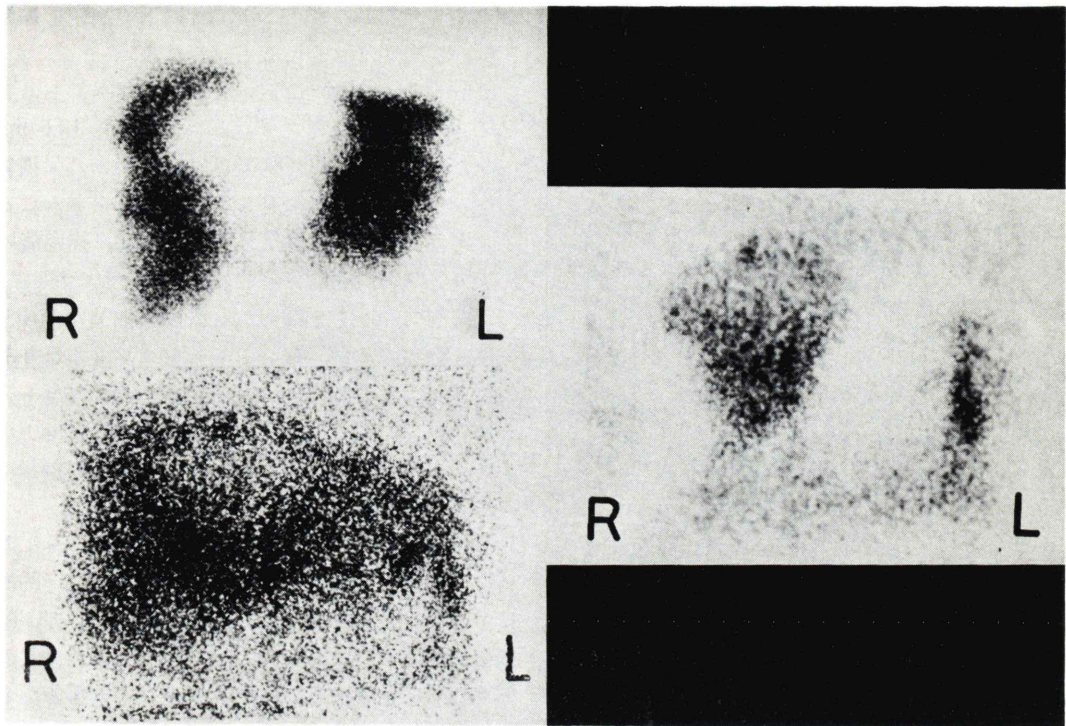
The anterior view of the PHO/CON liver scan with  $^{99\text{m}}\text{Tc}$  phytate and  $^{67}\text{Ga}$  on same tomographic plane in a patient with secondary tumor.
